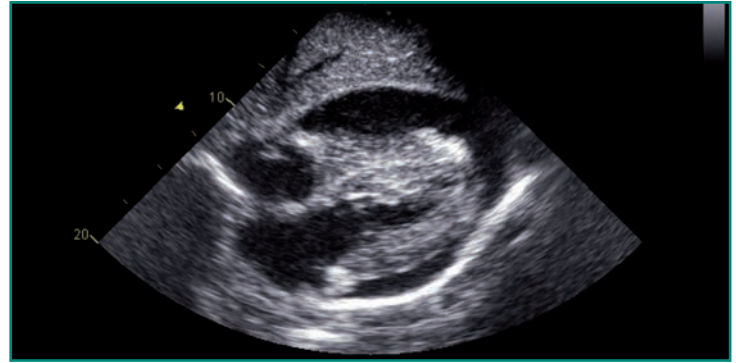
Ecocardiografía transtorácica en el plano subcostal. Se visualiza un derrame pericárdico grave y circunferencial.
